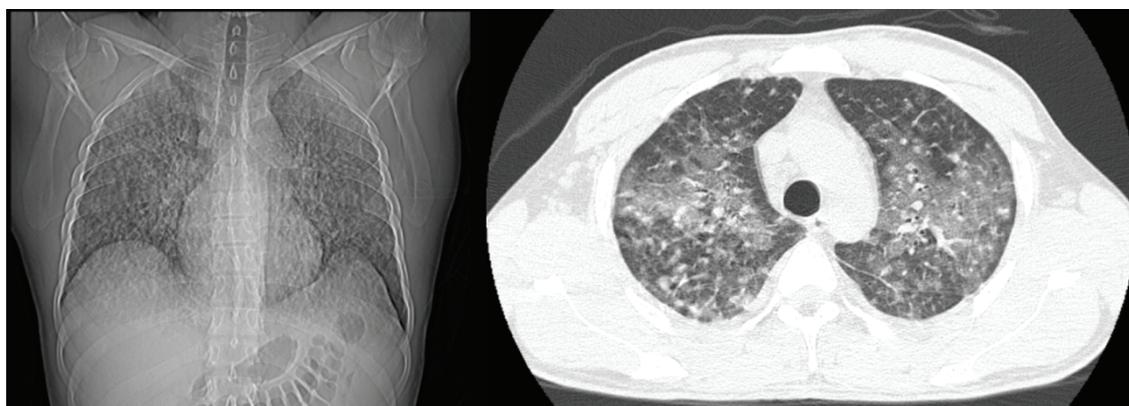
Спиральная компьютерная томография. Двусторонняя тотальная интерстициальная пневмония с мелкоочаговой диссеминацией, обширные зоны «матового стекла»
